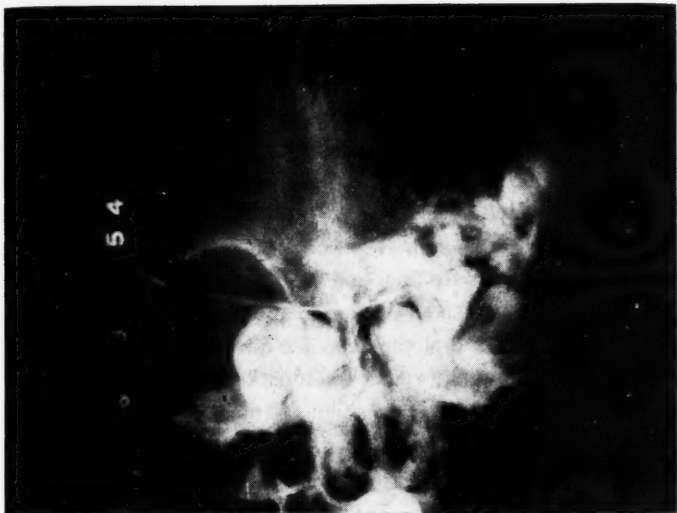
R. T., Dossier 122796. Artériographie droite, 16 mars 1954. Radiographie antéro-postérieure : dilatation énorme des deux sinus caverneux et des veines corticales.
